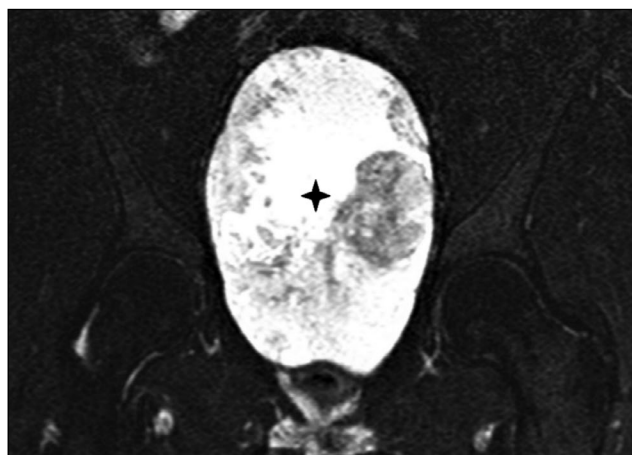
Магнитно-резонансная томография в режиме T2 SPAIR во фронтальной плоскости: неоднородно гиперинтенсивная опухоль, занимающая значительную часть полости таза (звёздочка). Выраженная неоднородность сигнала обусловлена участками кровоизлияний.
